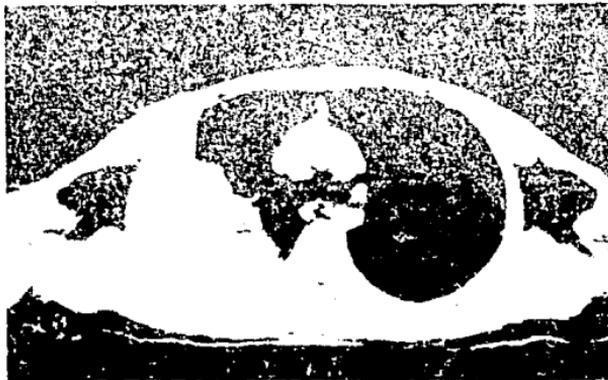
TAC DE S. EWING EXTRAOSEO DE PARRILLA COSTAL
